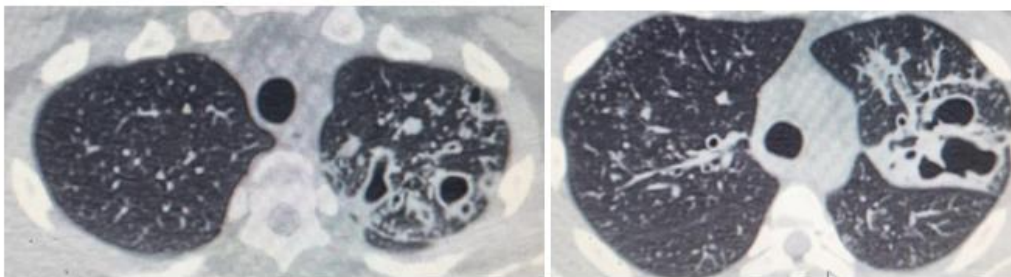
Tomografía tórax al cuarto mes de tratamiento
